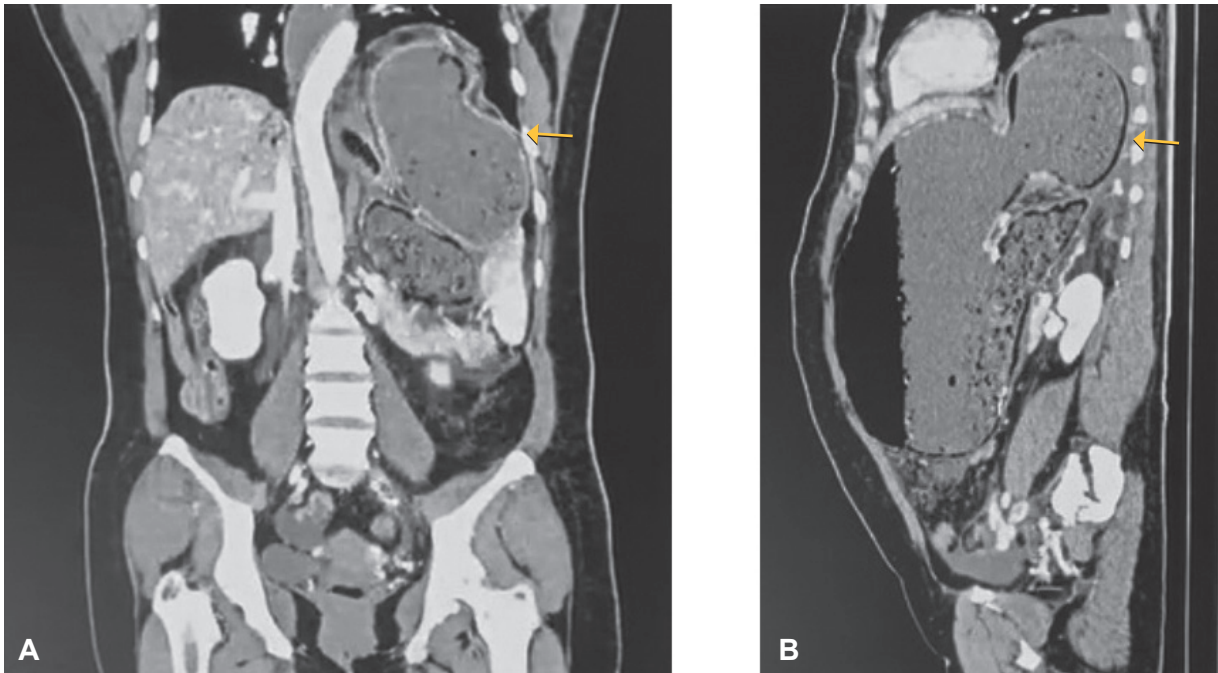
Tomografía computarizada abdominopélvica con reconstrucción en plano coronal (A) y sagital (B). Se aprecia una hernia hiatal con protrusión del estómago hacia la cavidad torácica.
